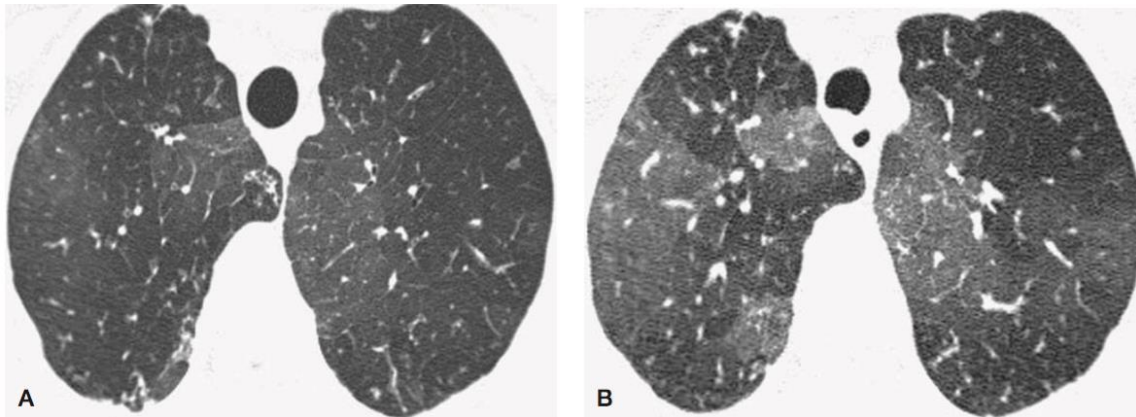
Perfusión de mosaico y atrapamiento de aire en un paciente con infección crónica de las vías respiratorias y bronquiolitis. (a) La TC inspiratoria muestra grandes regiones de perfusión de mosaico en los lóbulos superiores. (b) La imagen de una TC espiratoria con baja dosis, muestra atrapamiento de aire en las regiones que parecían transparentes en la exploración inspiratoria. Observe la inclinación de la membrana traqueal posterior debido a la espiración.
